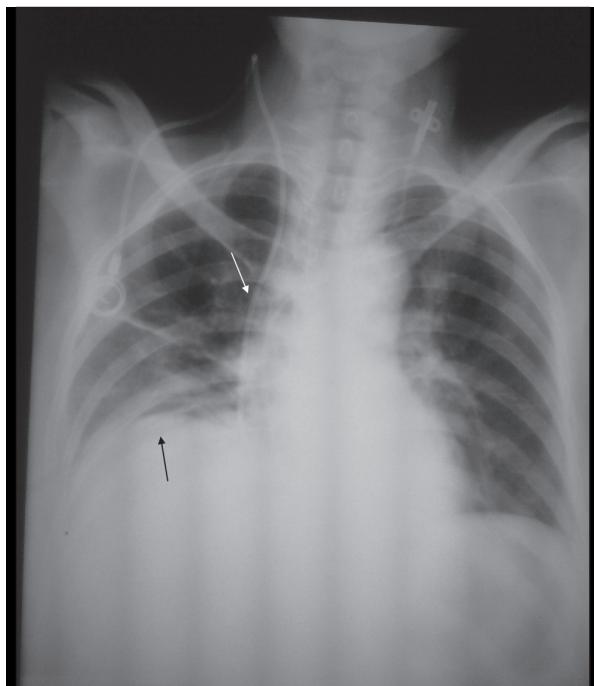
Radiografia de tórax em incidência anteroposterior no leito, após drenagem, que evidencia dreno de tórax em trajeto oblíquo na base do hemitórax direito (seta preta), espessamento e elevação da pequena fissura e cateter venoso central em trajeto mediastinal lateral ao brônquio fonte direito (seta branca).
